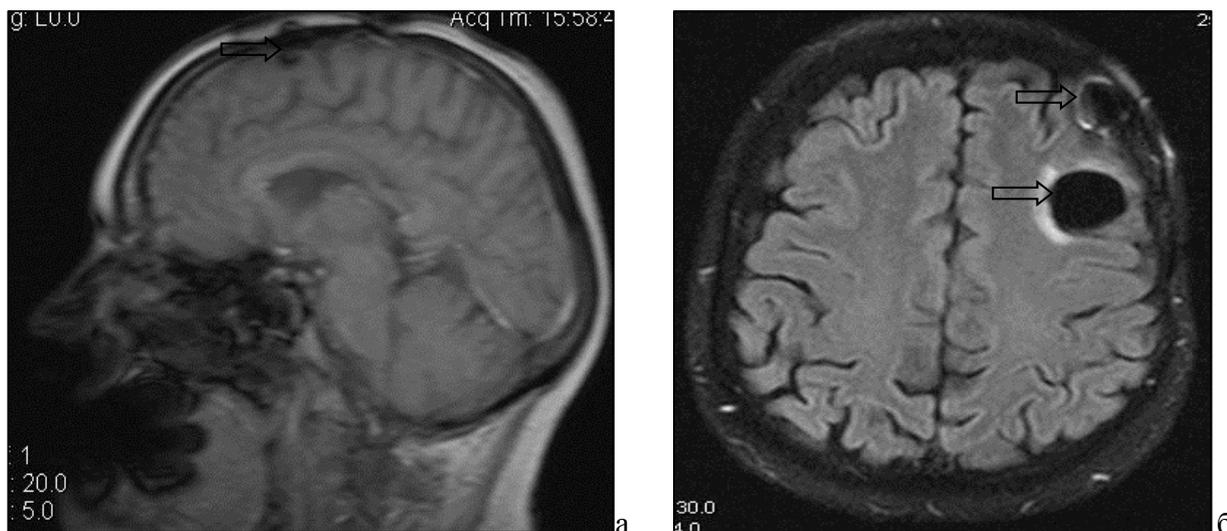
МР-томограммы больной А., 55 лет, МР-картина послеоперационных кистозно-глиозных изменений в левой лобной доле (стрелка): а – сагиттальная плоскость; б – горизонтальная плоскость (объяснение в тексте)
